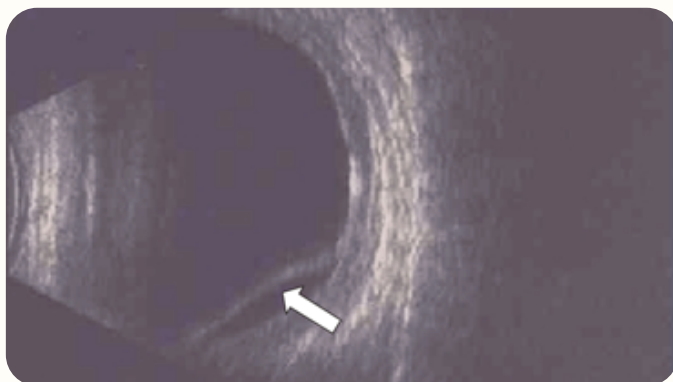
Ultrassonografia com presença deslocamento difuso da coróide. Fonte: https://www.researchgate.net/figure/Ecografia-B-Sindrome-de-Vogt-Koyanagi-Harada_fig16_279651261
